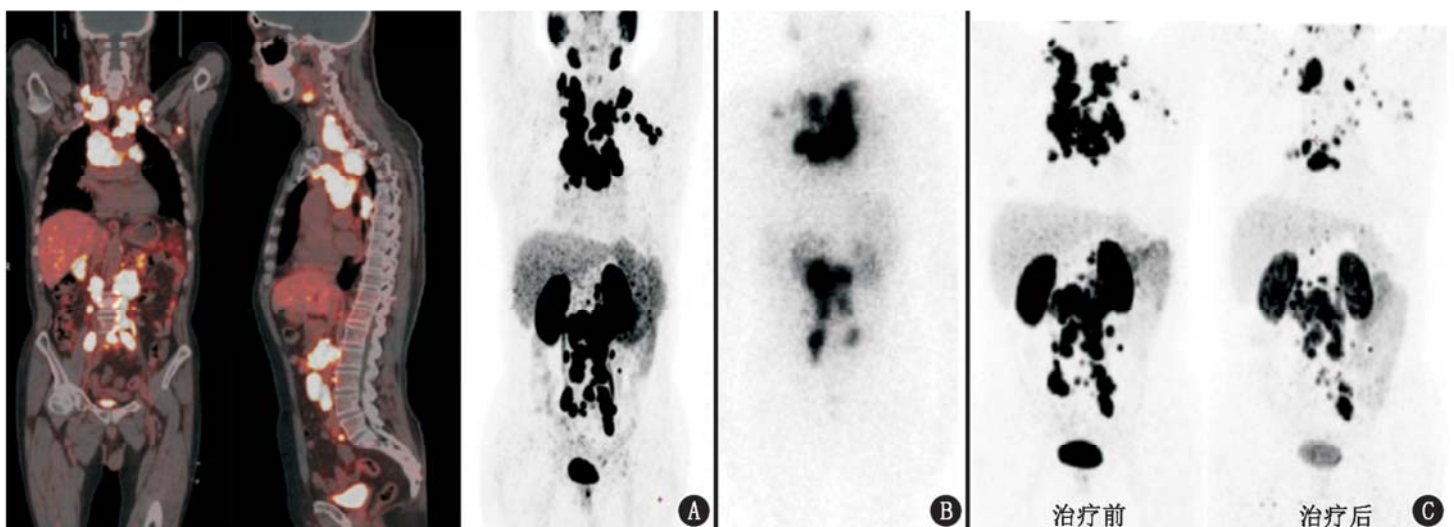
转移性去势抵抗性前列腺癌(mCRPC)患者(70岁)治疗前后影像学检查图。A. ^{68}Ga -前列腺特异膜抗原(PSMA)-11 冠状面、矢状面 PET/CT 及最大密度投影图示前列腺癌伴两侧髌骨、骶骨骨转移;颈部、纵隔及腹膜后多发淋巴结转移;B. 治疗后 24 h ^{177}Lu -PSMA-617 SPECT/CT 显像示前列腺癌伴淋巴结及骨转移,治疗后病灶对显像剂摄取较好;C. 治疗前和治疗后 11 个月 ^{68}Ga -PSMA-11 PET/CT 显像图,对比可见治疗后纵隔及腹膜后淋巴结区域 PSMA 高表达减低甚至消失,肿瘤体积明显缩小,纵隔区病灶最大标准摄取值(SUV_{max})由 75.50 降至 49.30,腹膜后淋巴结区域 SUV_{max} 由 67.27 降至 36.77
